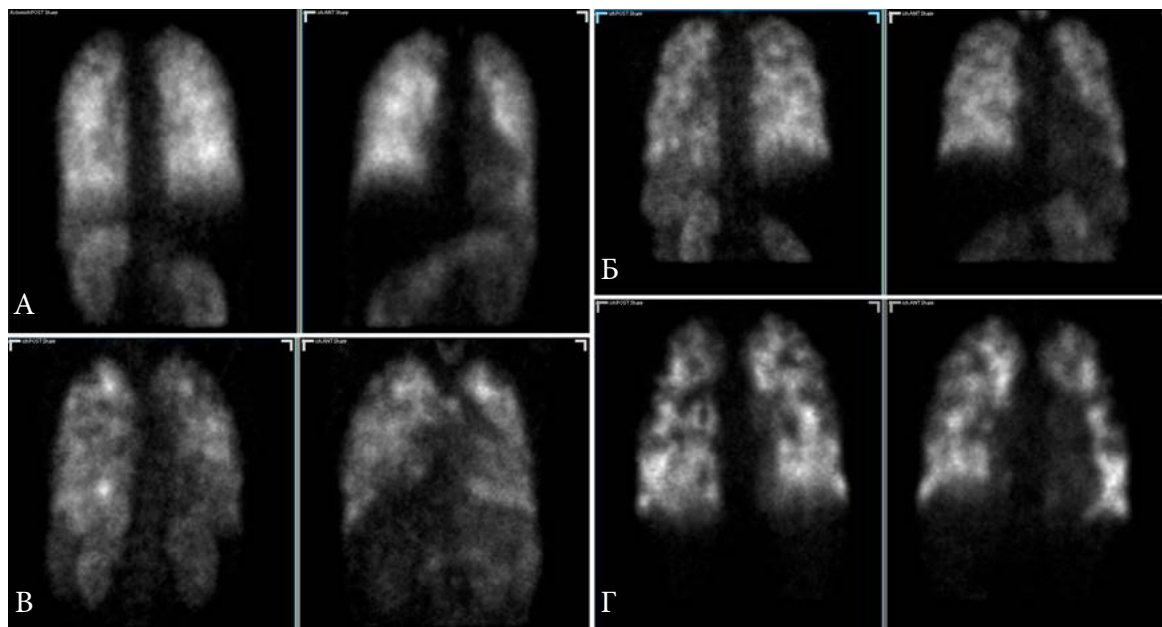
Данные сцинтиграфии легких у пациентов с высокой ЛГ вследствие различных врожденных пороков сердца. А. Пациентка А., 40 лет, дефект мембранозной части МЖП, открытый артериальный проток, добавочная левая верхняя полая вена с впадением в правое предсердие, легочная гипертензия ФК III, СДЛА 80 мм рт. ст. Б. Пациентка Е., 24 года, дефект аорто-легочной перегородки, открытый артериальный проток, СДЛА 110 мм рт. ст.). В. Пациентка Э., 23 года, синдром Эйзенменгера, вторичный дефект межпредсердной перегородки типа sinus venosus, полный аномальный дренаж легочных вен, СДЛА 95 мм рт. ст. Г. Пациентка С., 41 год, состояние после перевязки открытого артериального протока в возрасте 7 месяцев. СДЛА 170 мм рт. ст. при отсутствии данных за сброс справа налево, больная поставлена в лист ожидания на трансплантацию комплекса сердце-легкие.
